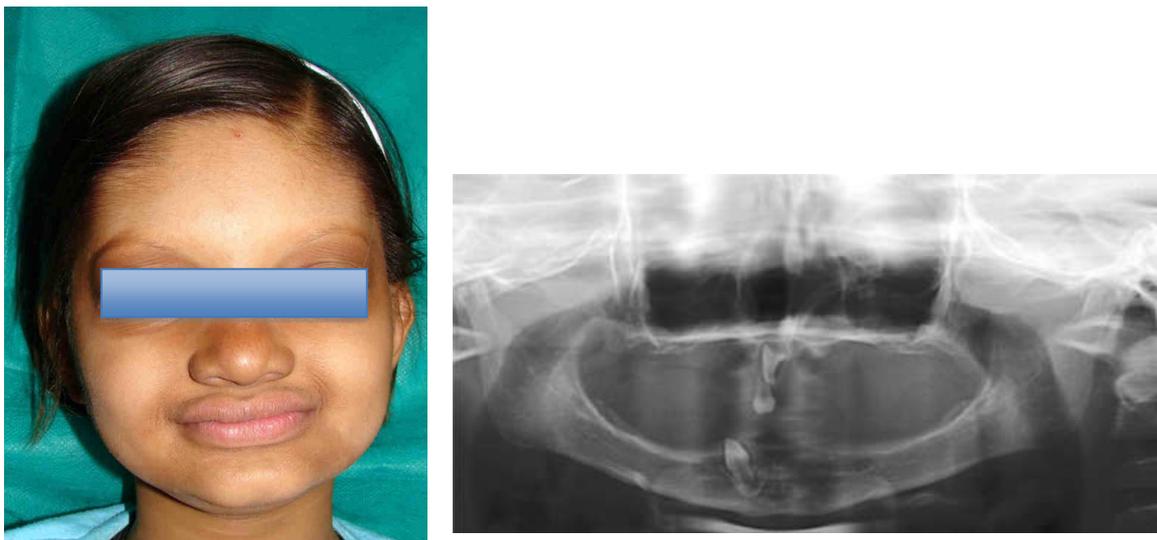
Photographie extra-orale et radiographie panoramique d'une enfant de 5 ans atteinte de dysplasie ectodermique (BHARGAVA A et coll, 2010).
